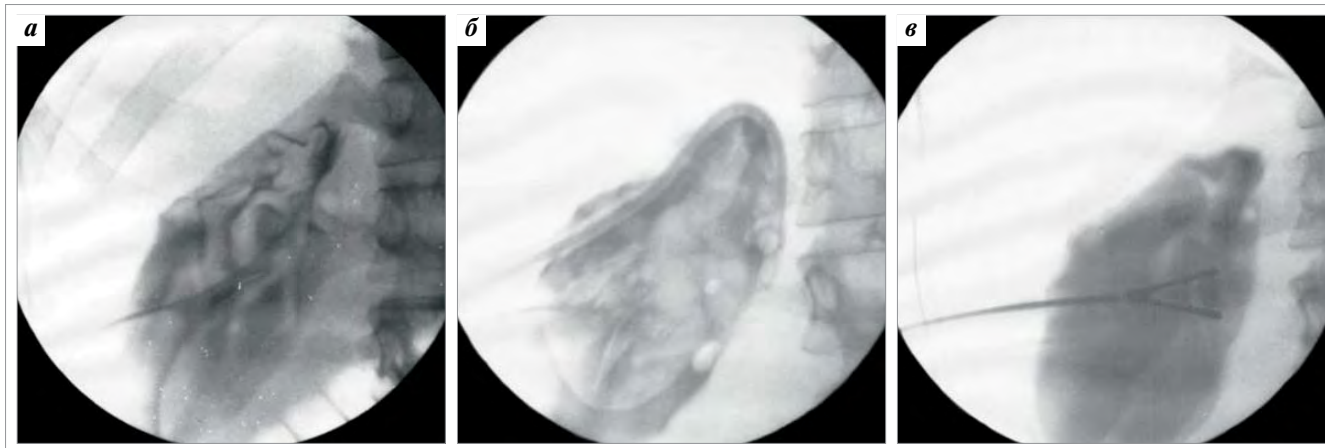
Этапы удаления хитиновой оболочки под рентгенологическим контролем: а — начальное дренирование; б — аспирационно-катетерное удаление оболочки; в — дефрагментация и удаление фрагментов оболочки
